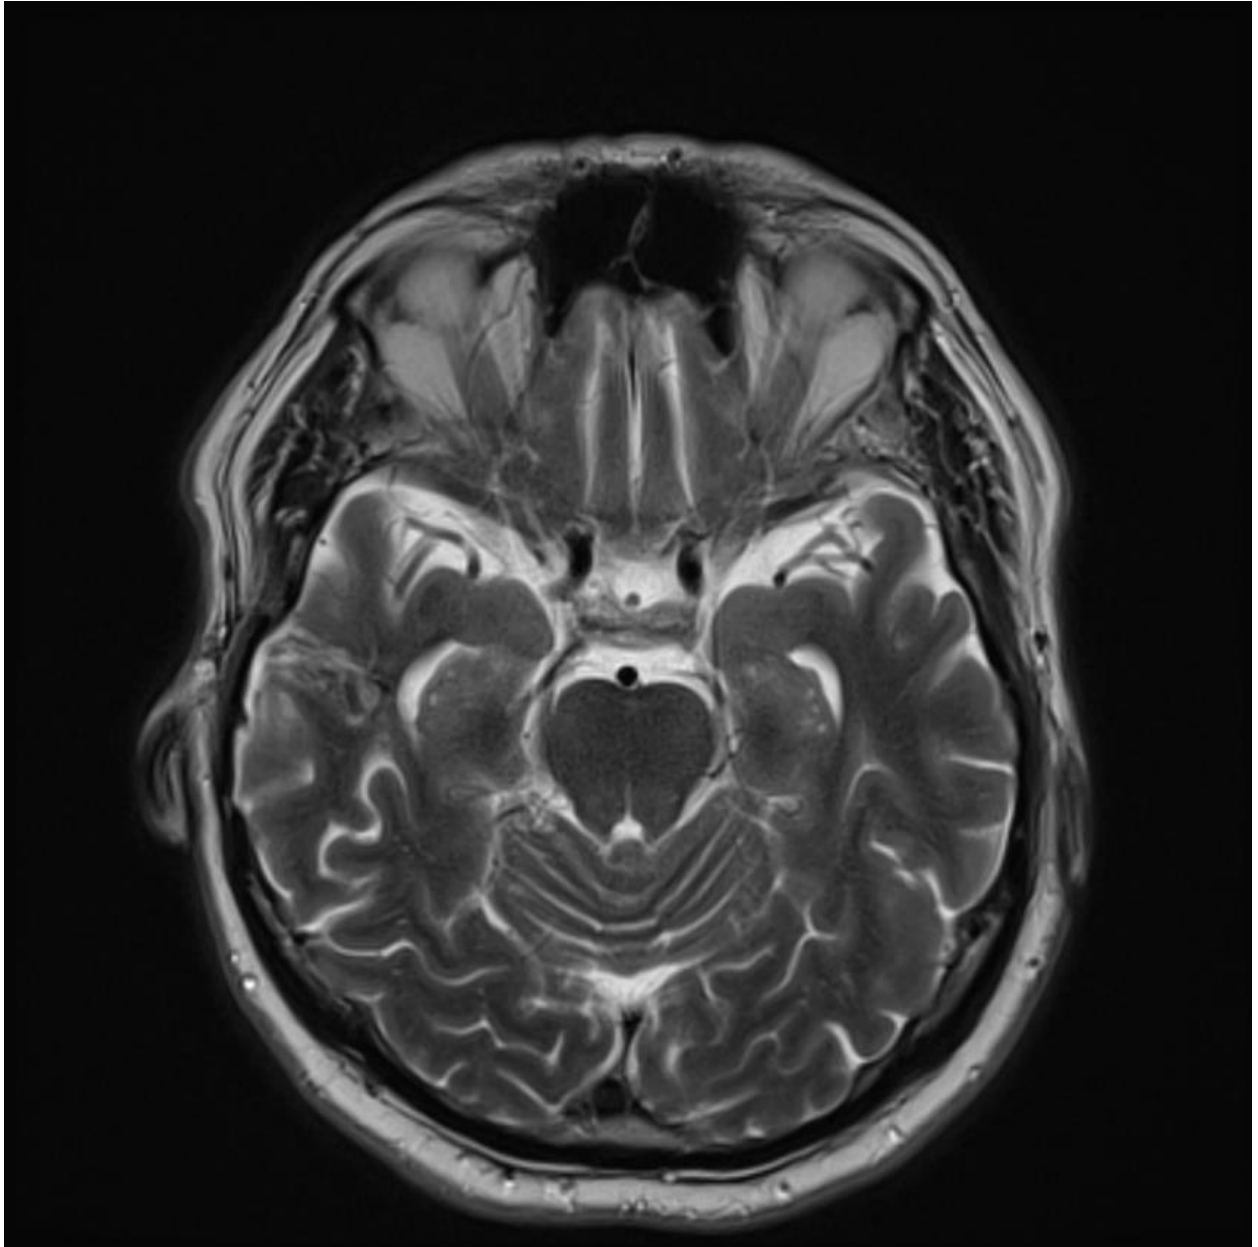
Preoperační MRI (T2-WI) koronární snímek lobární CM v oblasti pravého temporálního laloku. Databáze NCHK 1. LF UK a ÚVN Praha, data o pacientech zůstávají anonymní.
